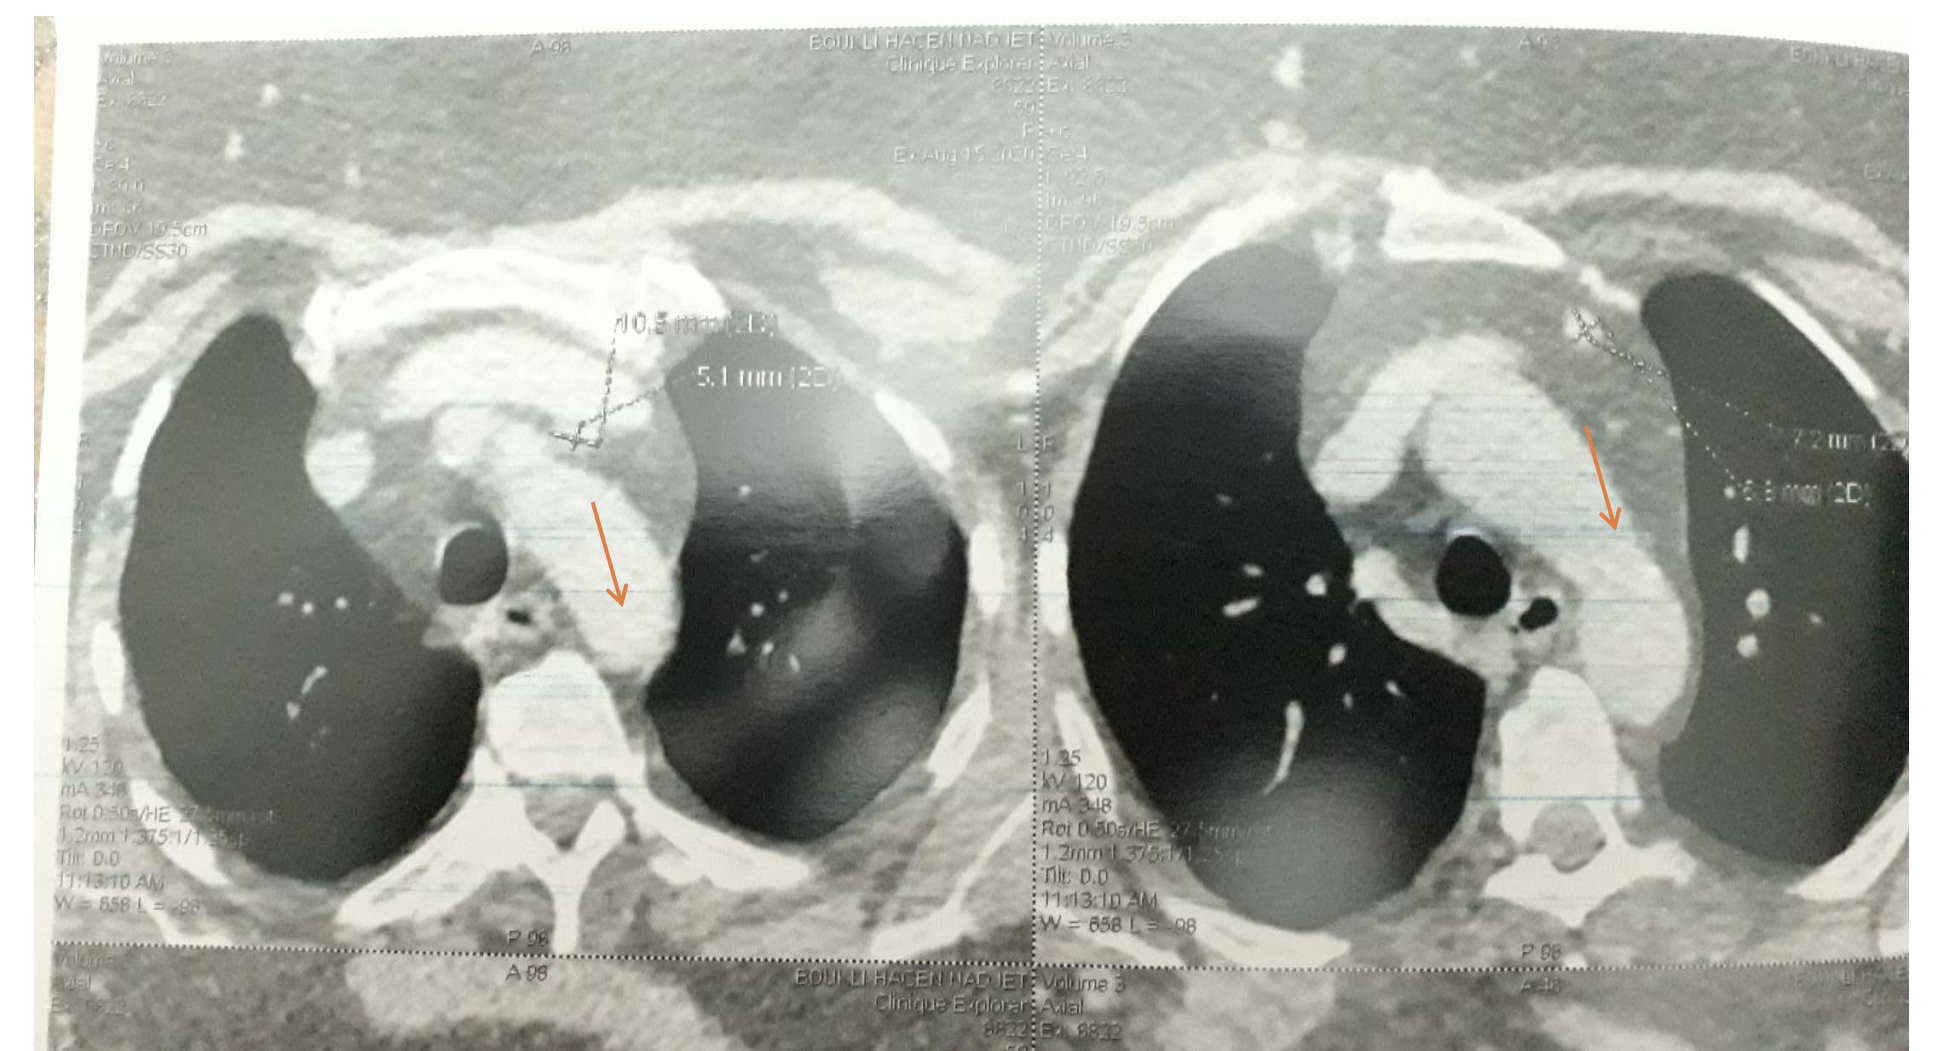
TDM thoracique après une année: deux petits ganglions médiastinaux 10.5\*5.1mm et 7.2\*6.8 mm
